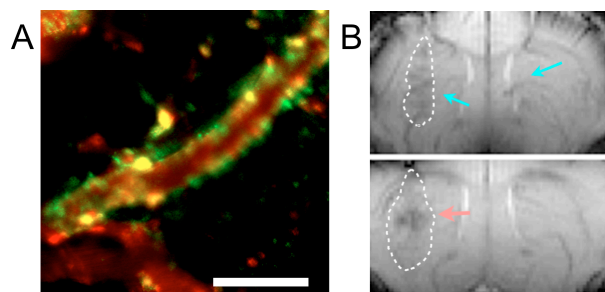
PICsome 体内動態 (投与 6 時間後) A. 生体内顕微鏡 (赤, Ctrl-PICsome; 緑, 50%-cRGD-PICsome), B. MRI 図 [上図, Ctrl-PICsome (青矢印, 脳血管部位); 下図, 50%-cRGD-PICsome (赤矢印, 新生血管部位)]
